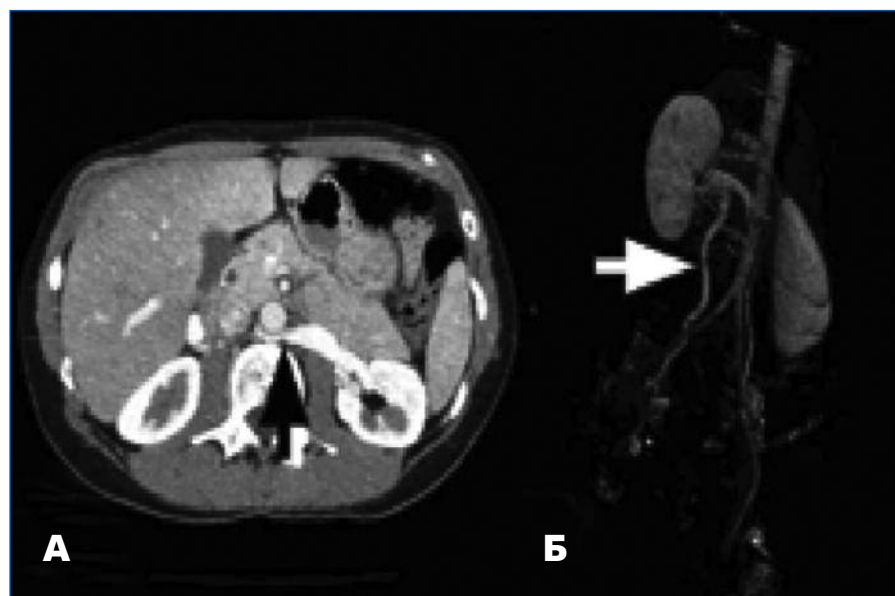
Задний nutcracker-синдром. А – КТ-ангиограмма. ЛПВ расположена позади аорты, место стеноза указано стрелкой черного цвета. Проксимальный отдел вены дилатирован. Б – Выраженный рефлюкс по левой яичниковой вене (указано стрелкой белого цвета) и варикозное расширение тазовых вен (задняя проекция).
